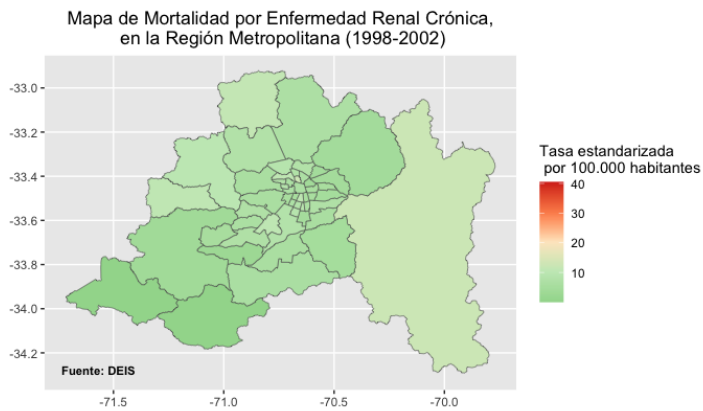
Mapas de mortalidad por ERC en la RM (1998-2002)
